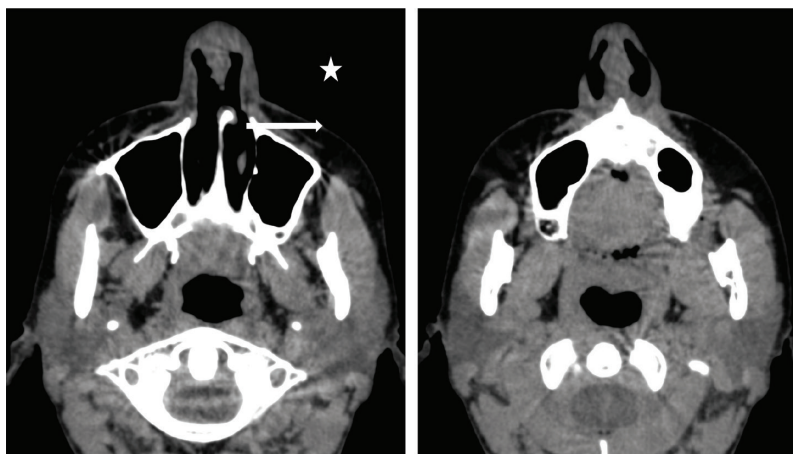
TC de los senos paranasales sin contraste. Imagen A: Perforación del tabique nasal en su zona anterior cartilaginosa (flecha). Imagen A y B: engrosamiento irregular de la zona anterior del tabique en relación con la tumoración maligna (estrella)
